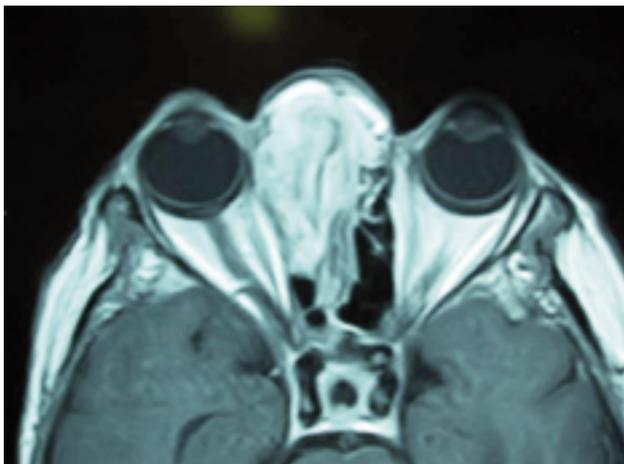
Corte axial de RM donde se muestra la gran tumoración ocupando la fosa nasal derecha.
